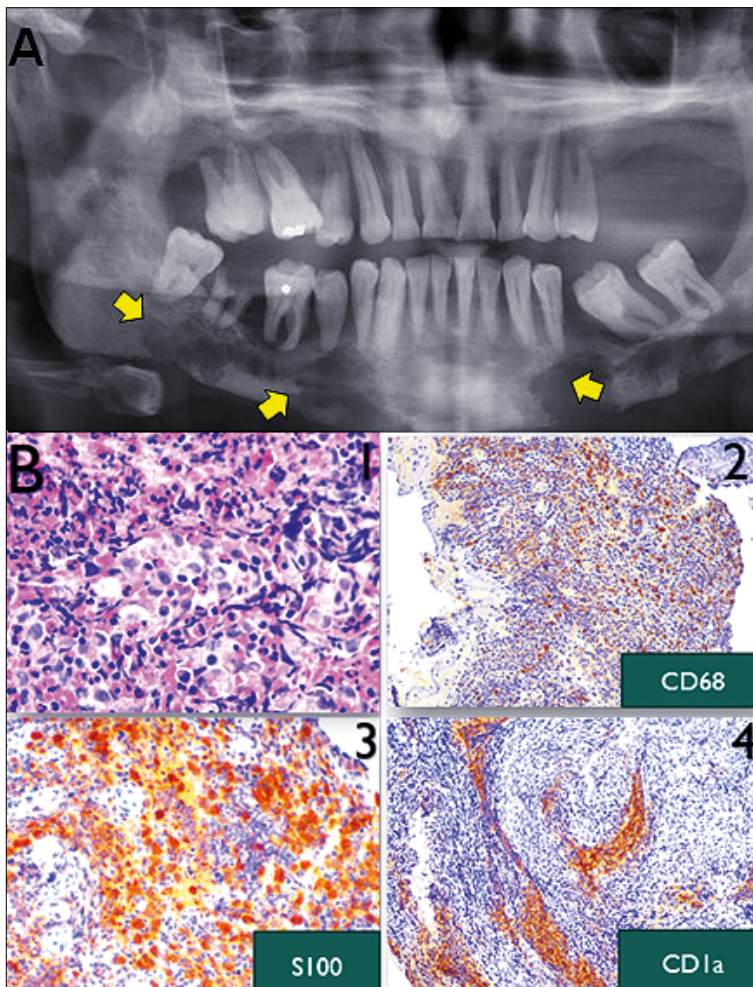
(A) Radiografía panorámica dental: flechas amarillas muestran lesiones óseas en sacabocado; (B) Biopsia de tejido hueso mandibular: B1: infiltrado inflamatorio crónico linfoplasmocitario; B 2,3 y 4: Inmunohistoquímica positiva para CD68, S100 Y CD1a, ambos hallazgos compatibles con histiocitosis de Langerhans.
